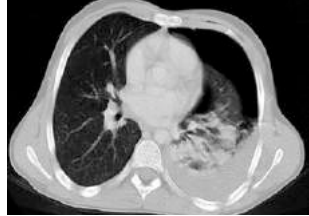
Boyunda ve göğüs duvarında subkutan Amfizem, sol klavikulada komplet fraktür. Sol Hemitoraksta akciğer kollabe, göğüs tüpüne rağmen pnömotoraks devam ediyor. Kalp sola shift yapmış (Akciğer grafisi ve Toraks BT)
